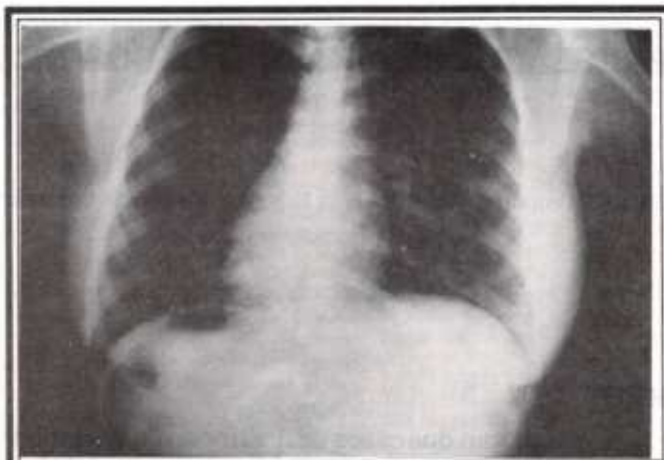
Radiografía de tórax mostrando silueta cardíaca a la derecha, con cámara gástrica derecha y silueta hepática izquierda.
